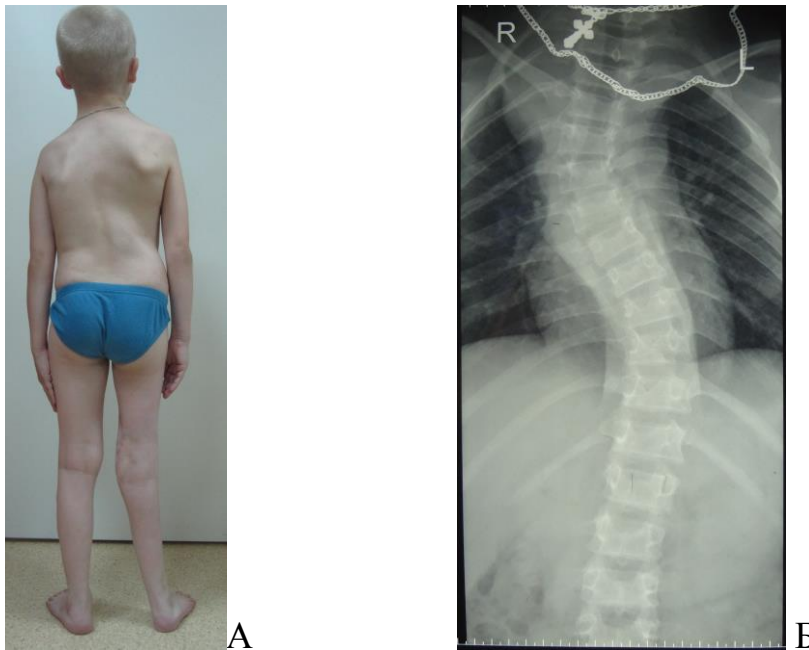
Внешний вид (А) и рентгенограмма со сколиотической деформацией позвоночника (Б) пациента с консолидированным ВЛСКГ на фоне нейрофиброматоза.
